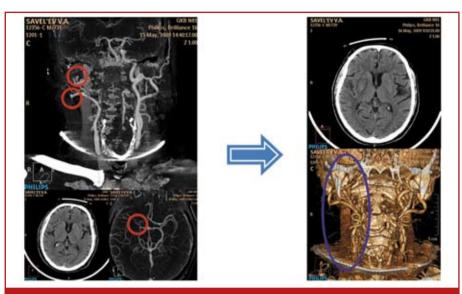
Положительная динамика компьютерной томографии после проведения тромболизиса
